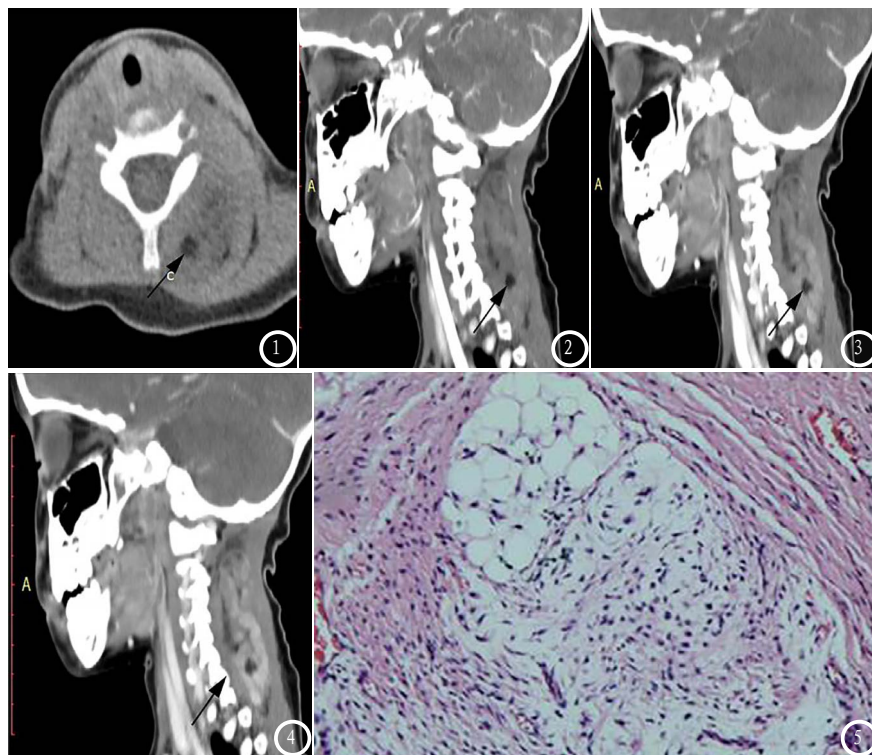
CT平扫:左后颈部(斜方肌与夹肌深面)见混杂软组织密度肿块,内见脂肪密度影(黑箭),边界不清,病灶大小约4.0cm×2.3cm×5.7cm;图2-4 CT增强:病灶呈持续性强化,延迟期可见条片样强化影,其内脂肪组织未见强化;图5 镜下(HE染色,×100):可见三种典型成分,成熟脂肪细胞、纤维组织、间叶组织。
